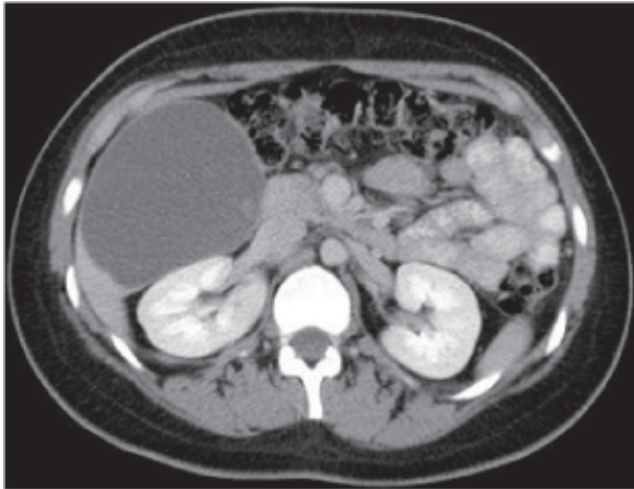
Tomografía de control que muestra quiste de 10 x 10 cm, con riesgo de ruptura.
